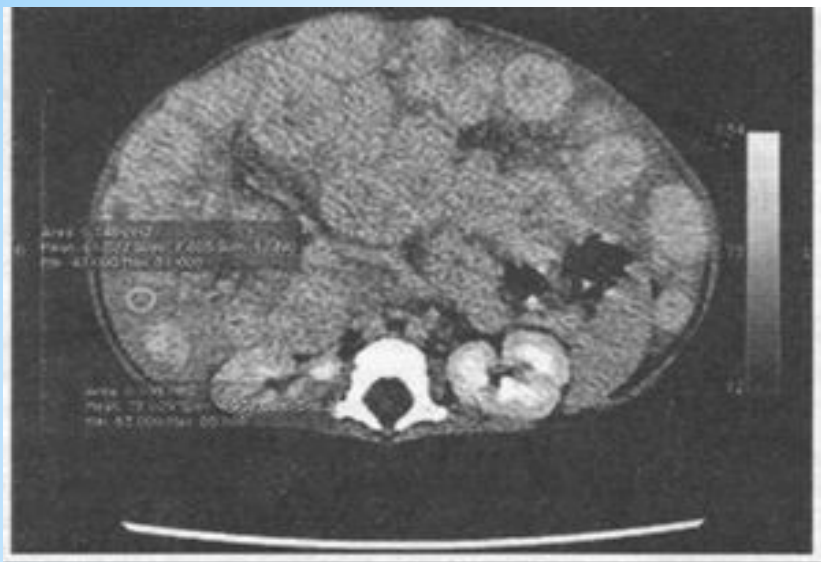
КТ мультифокальная форма гемангиомы печени.
